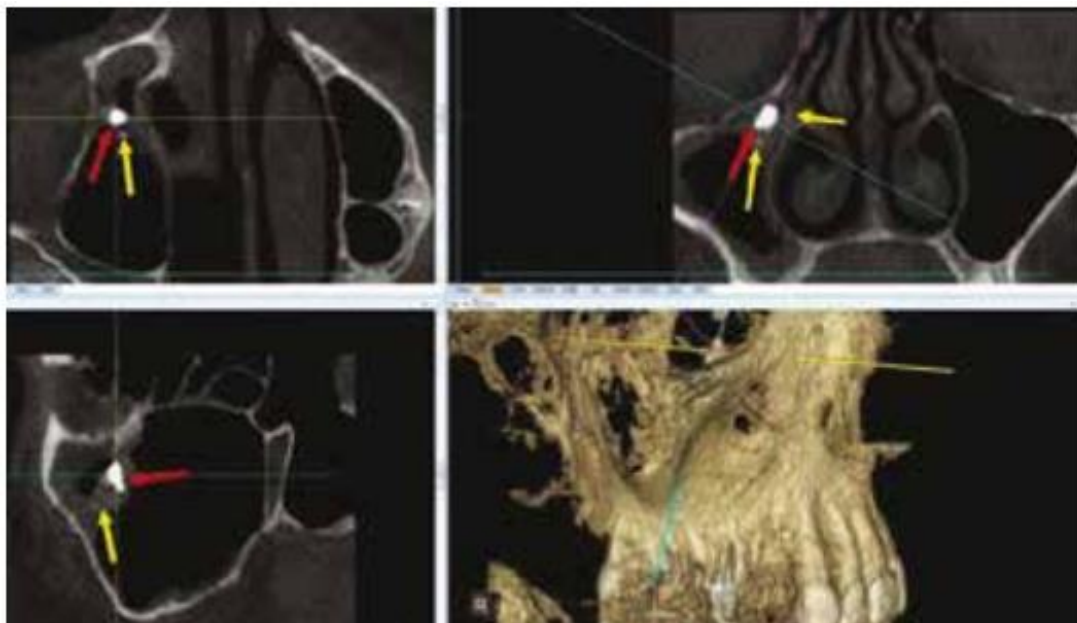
Clichés de Cone-Beam montrant un aspergillome développé au niveau de l'infundibulum avec des calcifications aspergillaires (flèches jaunes) en présence de matériau de comblement (flèches rouges) [59]
